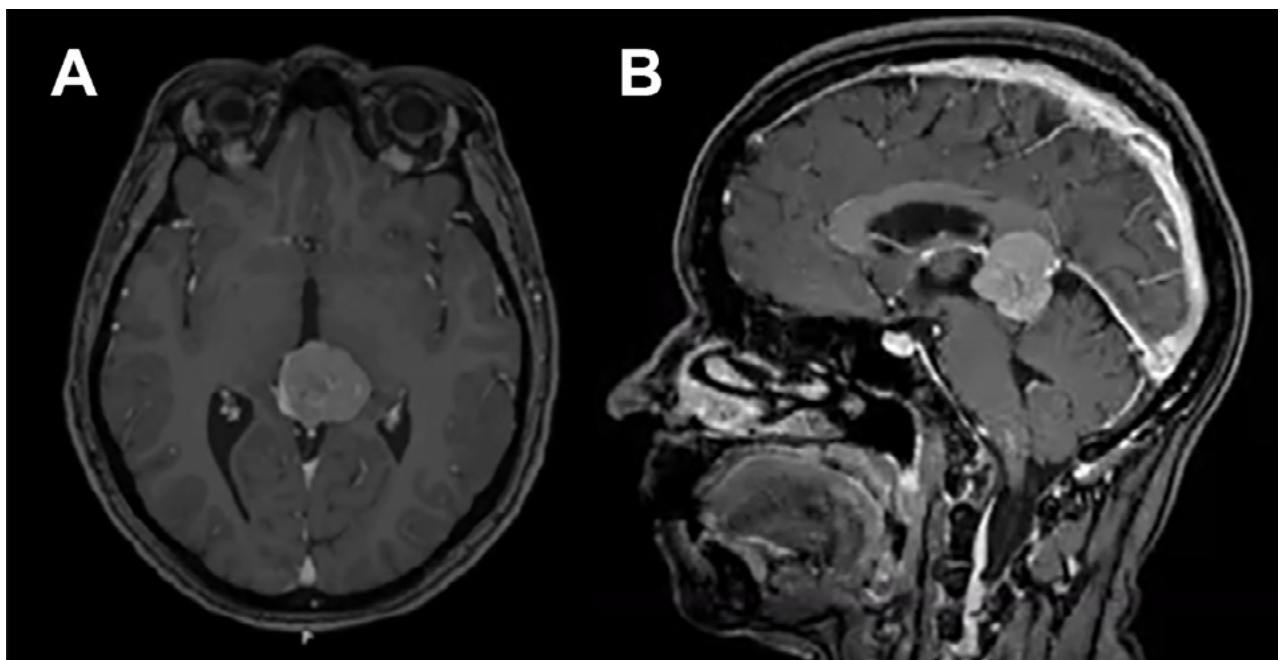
A. Corte axial y B. Corte sagital de resonancia magnética con Gadolínico que toma contraste, en región pineal.
